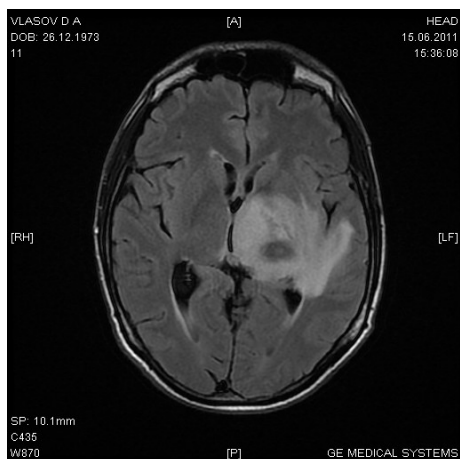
Больной В. Токсоплазмоз головного мозга. МРТ от 15.06.11
